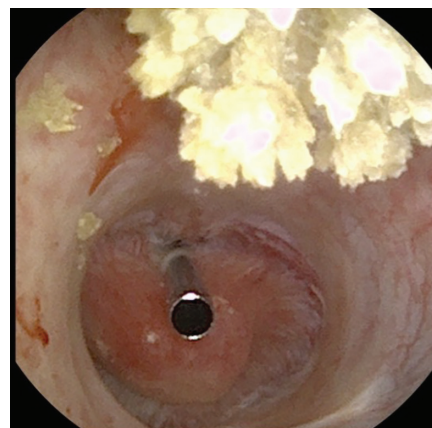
Confirmación endoscópica de un acceso renal guiado por ecografía con visualización de la aguja percutánea ingresando al cáliz.
